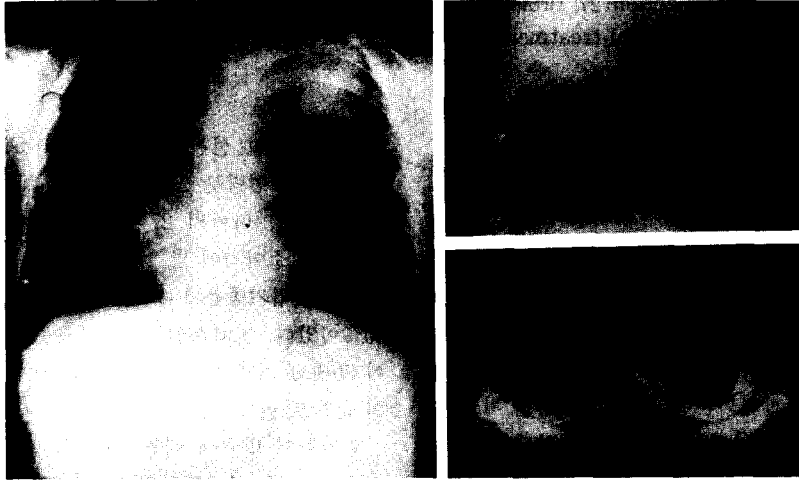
Chest PA, lateral and CT scan of Bronchogenic cyst(8/M)
